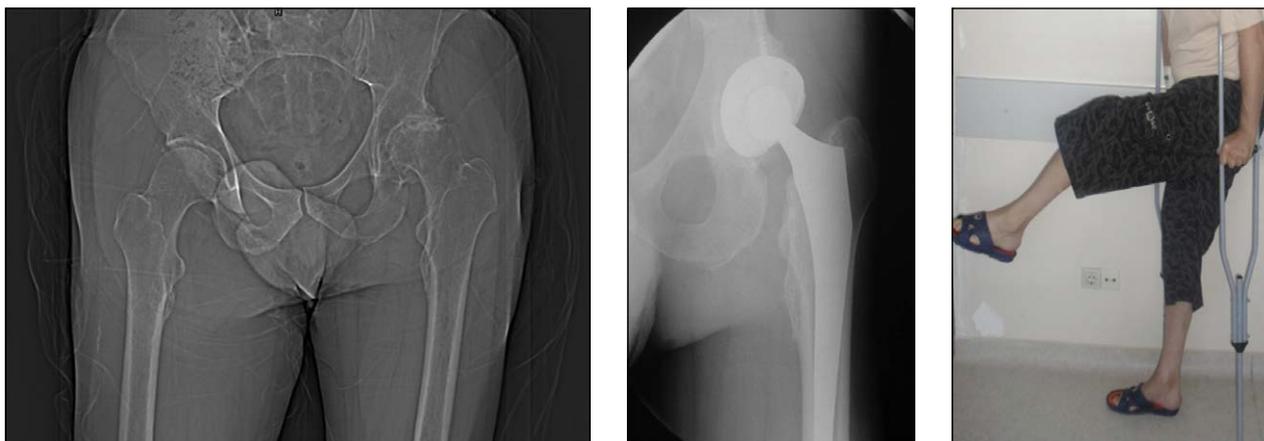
Рентгенограммы левого тазобедренного сустава до и после проведения тотального эндопротезирования бесцементным имплантатом и внешний вид конечности при оценке функции сустава после операции
